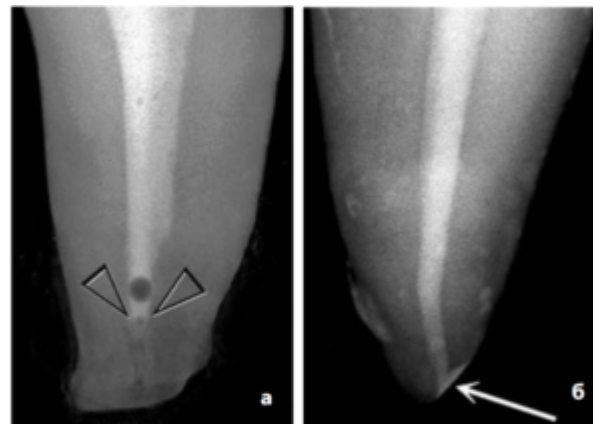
Микро КТ корневого канала с введенным красителем: а) воздушная пробка в апикальной трети (стрелки); б) после активной обработки обеспечена возможность проникновения раствора. Франклин Р. Тэй и соавт. (Franklin R.Tay et al.), 2010.
